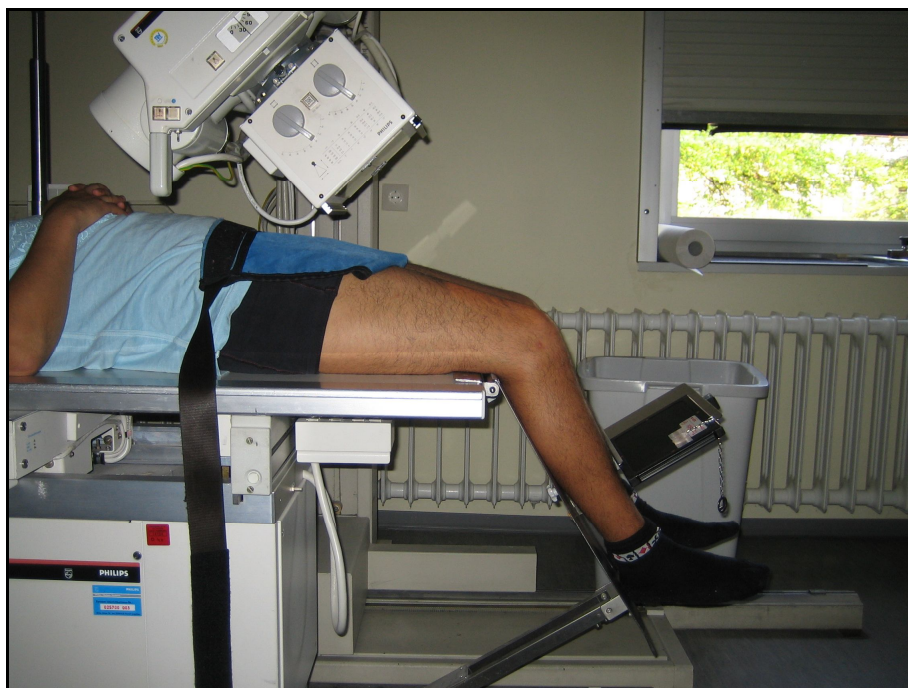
Anordnung von Patient und Röntgen-Röhre zur Durchführung einer Patella-tangential-Aufnahme
